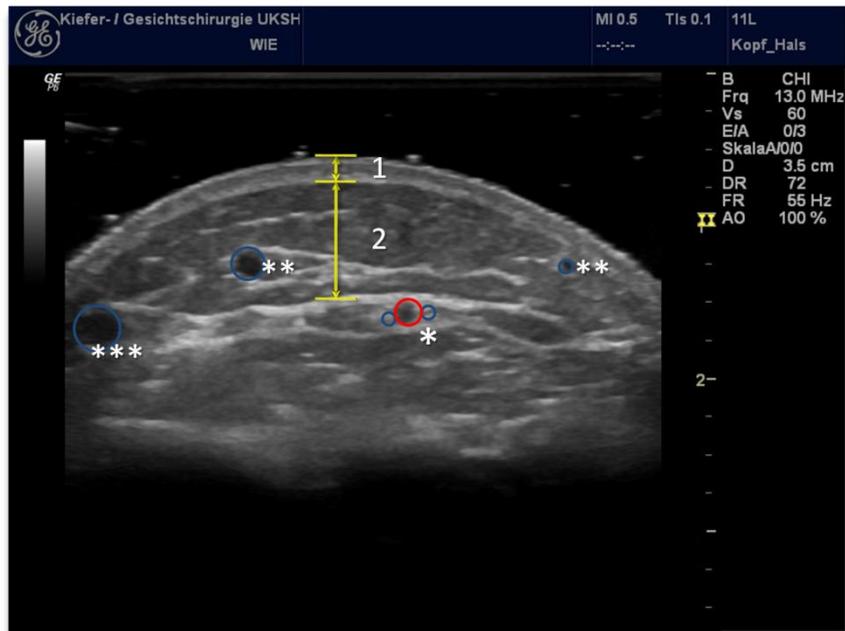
Modifiziertes Sonographiebild Radialistransplantat rechts.
